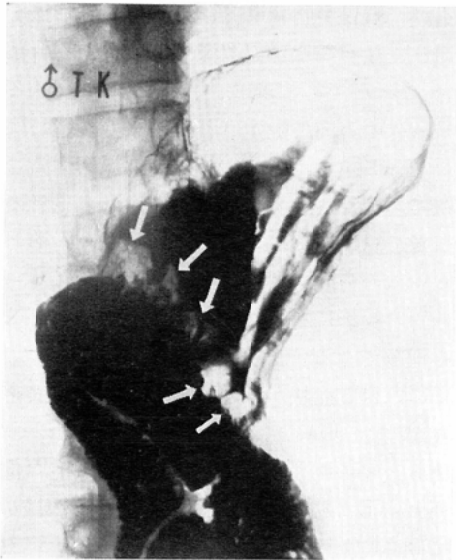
Roentgenogram in semi-erect position. As shown with arrows, filling defects are demonstrated in the postoperative stomach, just proximal to the stoma.
